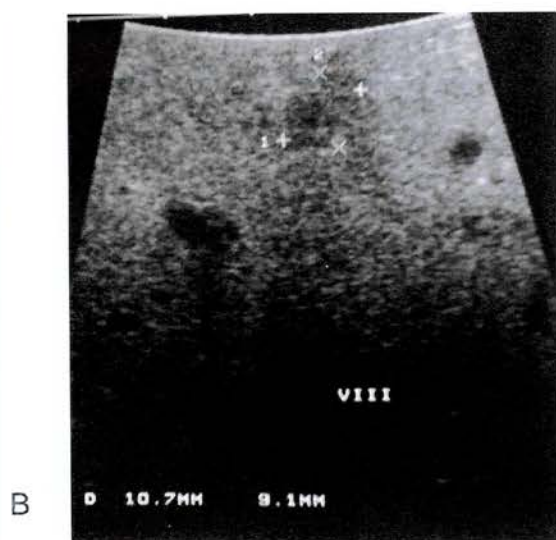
Orientação pela ultra-sonografia intra-operatória para colocação de agulhas de ablação tumoral: radiofrequência (A) e lesão focal hepática antes (B) e após (C) a injeção de álcool
